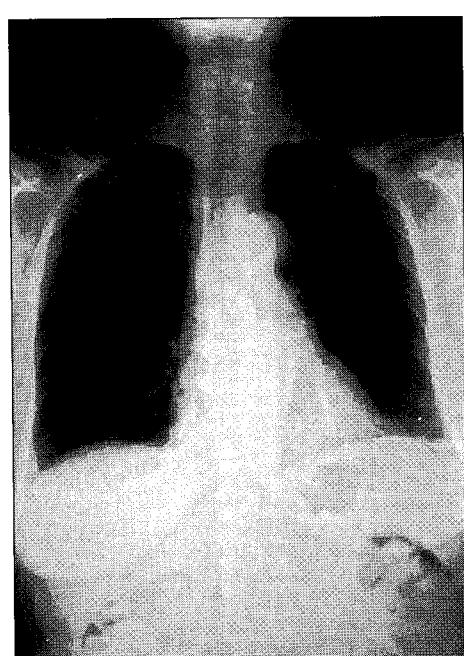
The chest radiography after 10 days. Follow up PA view of the chest reveals resolution of consolidation in left upper lung field.
